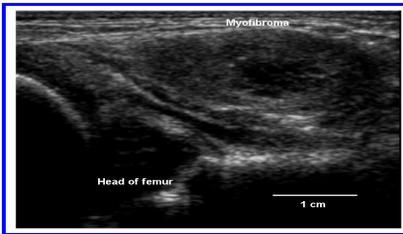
Sonographie des linken Hüftgelenkes: Echoarmer Knoten nahe des linken Hüftgelenkes, 2x1 cm Durchmesser, in Muskelgewebe eingebettet, kein Kontakt zum linken Hüftgelenk
